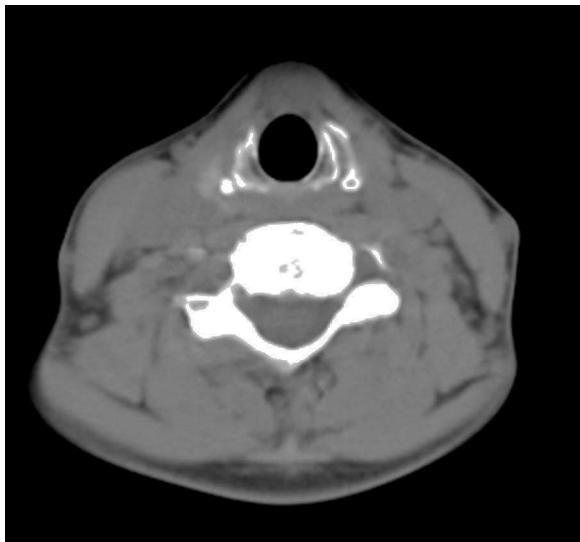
Corte axial de la tomografía computarizada donde se evidencia tumoración hipodensa en contacto con el borde inferior del cartílago tiroideo.
